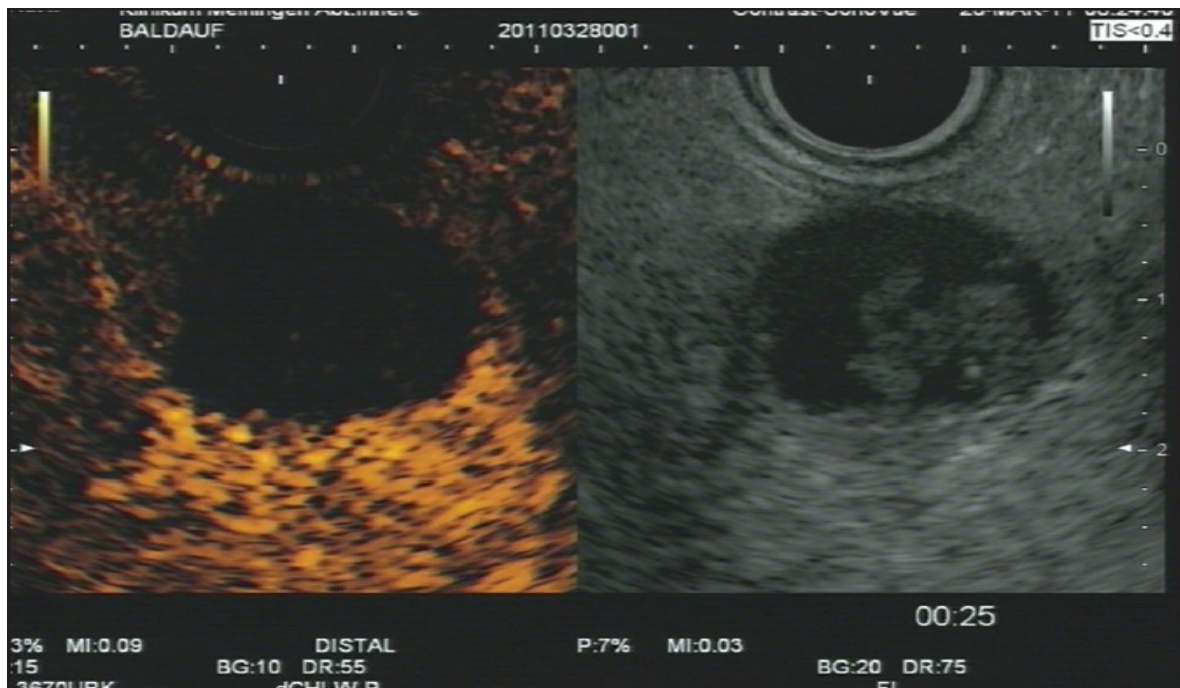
Pseudozyste des Pankreas im CE-EUS. B-Mode-US-Bild (rechts) mit undefinierbaren echogenen Strukturen innerhalb der Zyste, Tumor nicht ausgeschlossen. Im Low-MI-CE-EUS (links) eindeutig kein Enhancement innerhalb der Zyste oder der Zystenwand, somit starker Hinweis auf eine Pseudozyste. Quelle: Modifiziert nach Hocke M, Cui XW, Domagk D, Ignee A, Dietrich CF. Pancreatic cystic lesion: The value of contrast-enhanced endoscopic ultrasound to influence the clinical pathway. *Endosc Ultrasound* 2014; 3: 123-130
